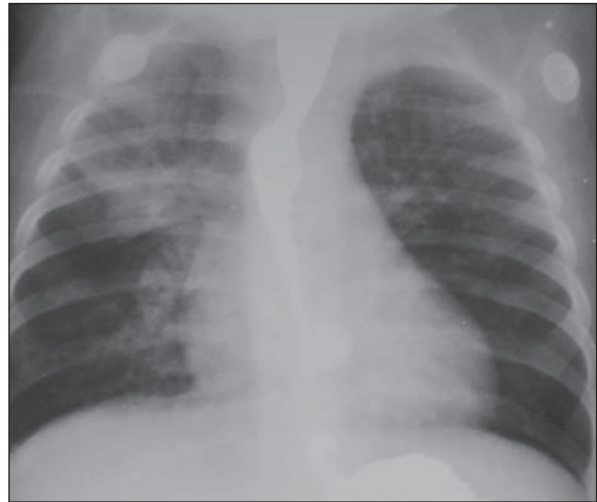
Menino de sete meses de idade com pneumonias repetidas. Radiografia de tórax, incidência anteroposterior, com contraste esofágico. Observa-se opacidade no lobo superior direito, compatível com pneumonia. Redução concêntrica da luz do terço proximal do esôfago, com dilatação a montante. Estes aspectos são fortemente sugestivos de compressão extrínseca por duplo arco aórtico. Houve desaparecimento do quadro respiratório e da compressão esofágica após correção cirúrgica.
